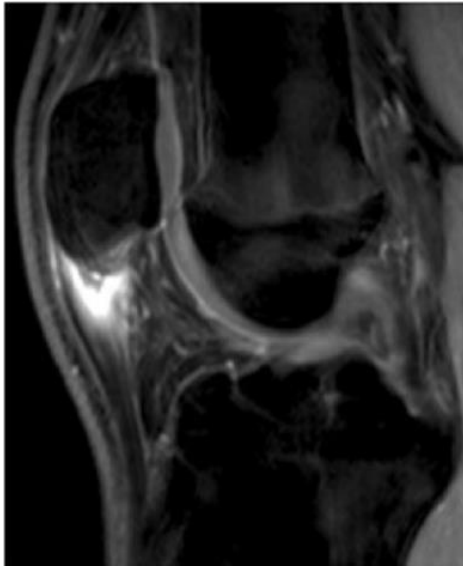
Tendinopathie proximale patellaire. Coupe IRM Sagittale en T1 SPIR + gadolinium.
